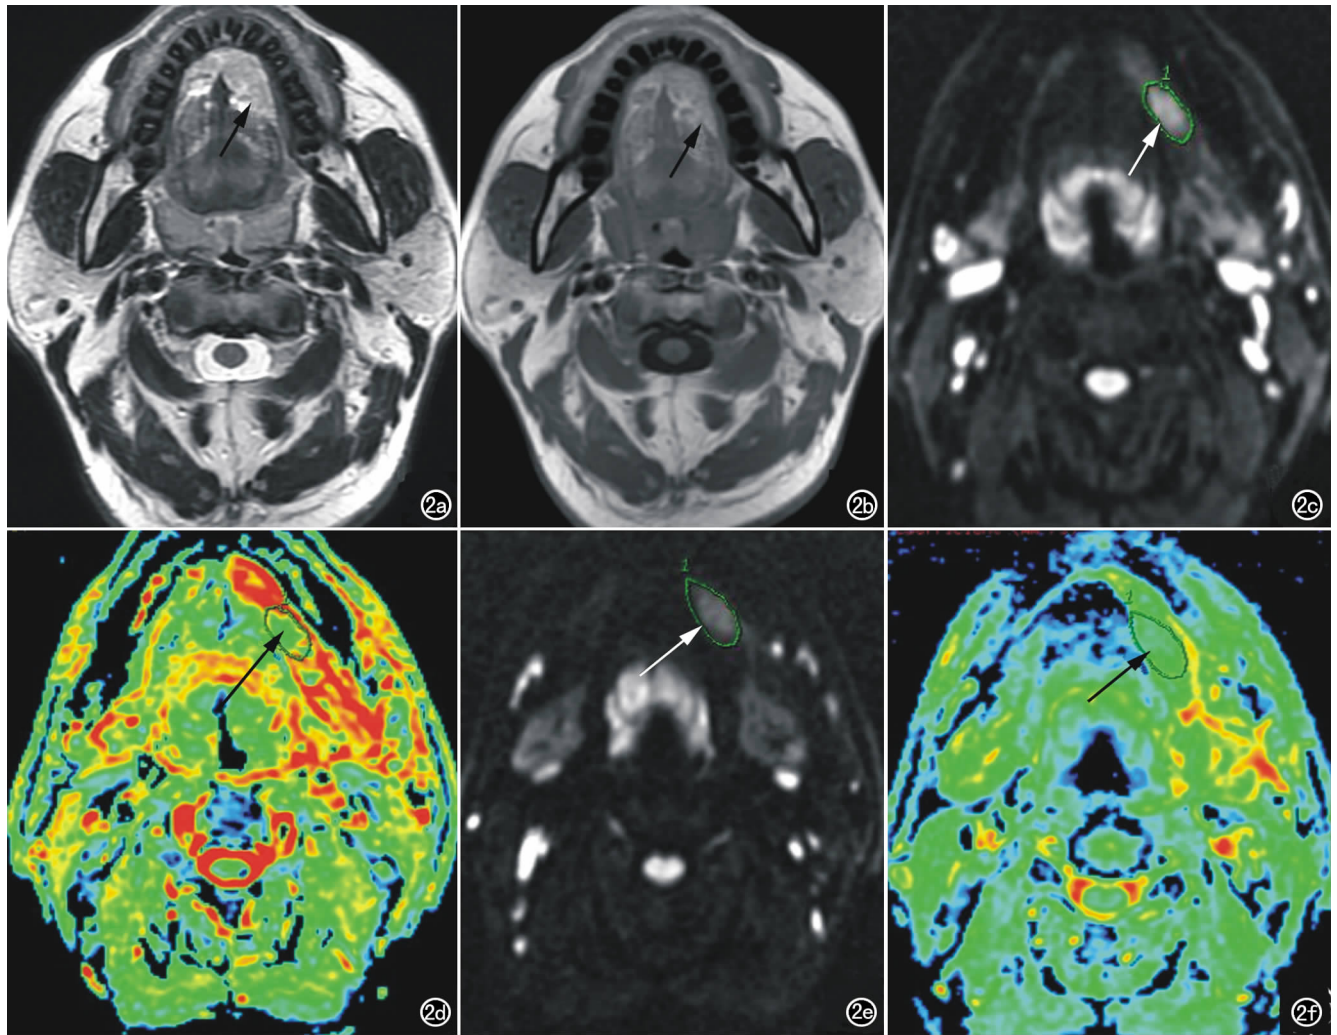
左口底脉管畸形。a) 横断面 T_2 WI 示病变呈高信号(箭); b) T_1 WI 示病变呈略高信号(箭); c) b 值为 500 s/mm^2 的 DWI 图像, 病变呈高信号(箭); d) b 值为 500 s/mm^2 时的 DWI 图像(箭所指为病变区); e) b 值为 1000 s/mm^2 的 MR-DWI 图像, 病变呈高信号(箭); f) b 值为 1000 s/mm^2 时的 DWI 图像(箭所指为病变区)。
